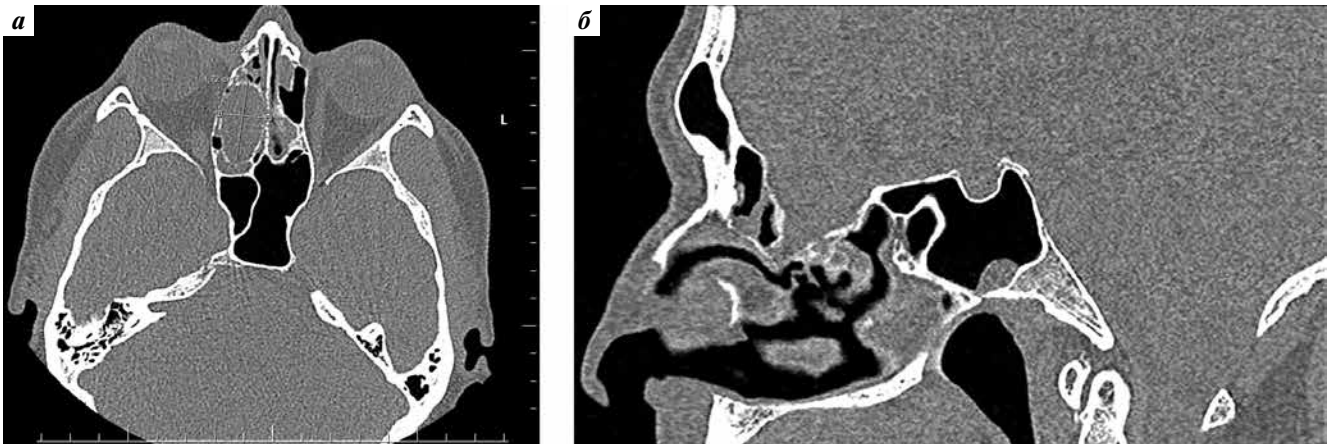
Компьютерная томография, аксиальная (а) и сагиттальная (б) проекции. Крупный дефект травматической этиологии в проекции крыши решетчатого лабиринта справа
